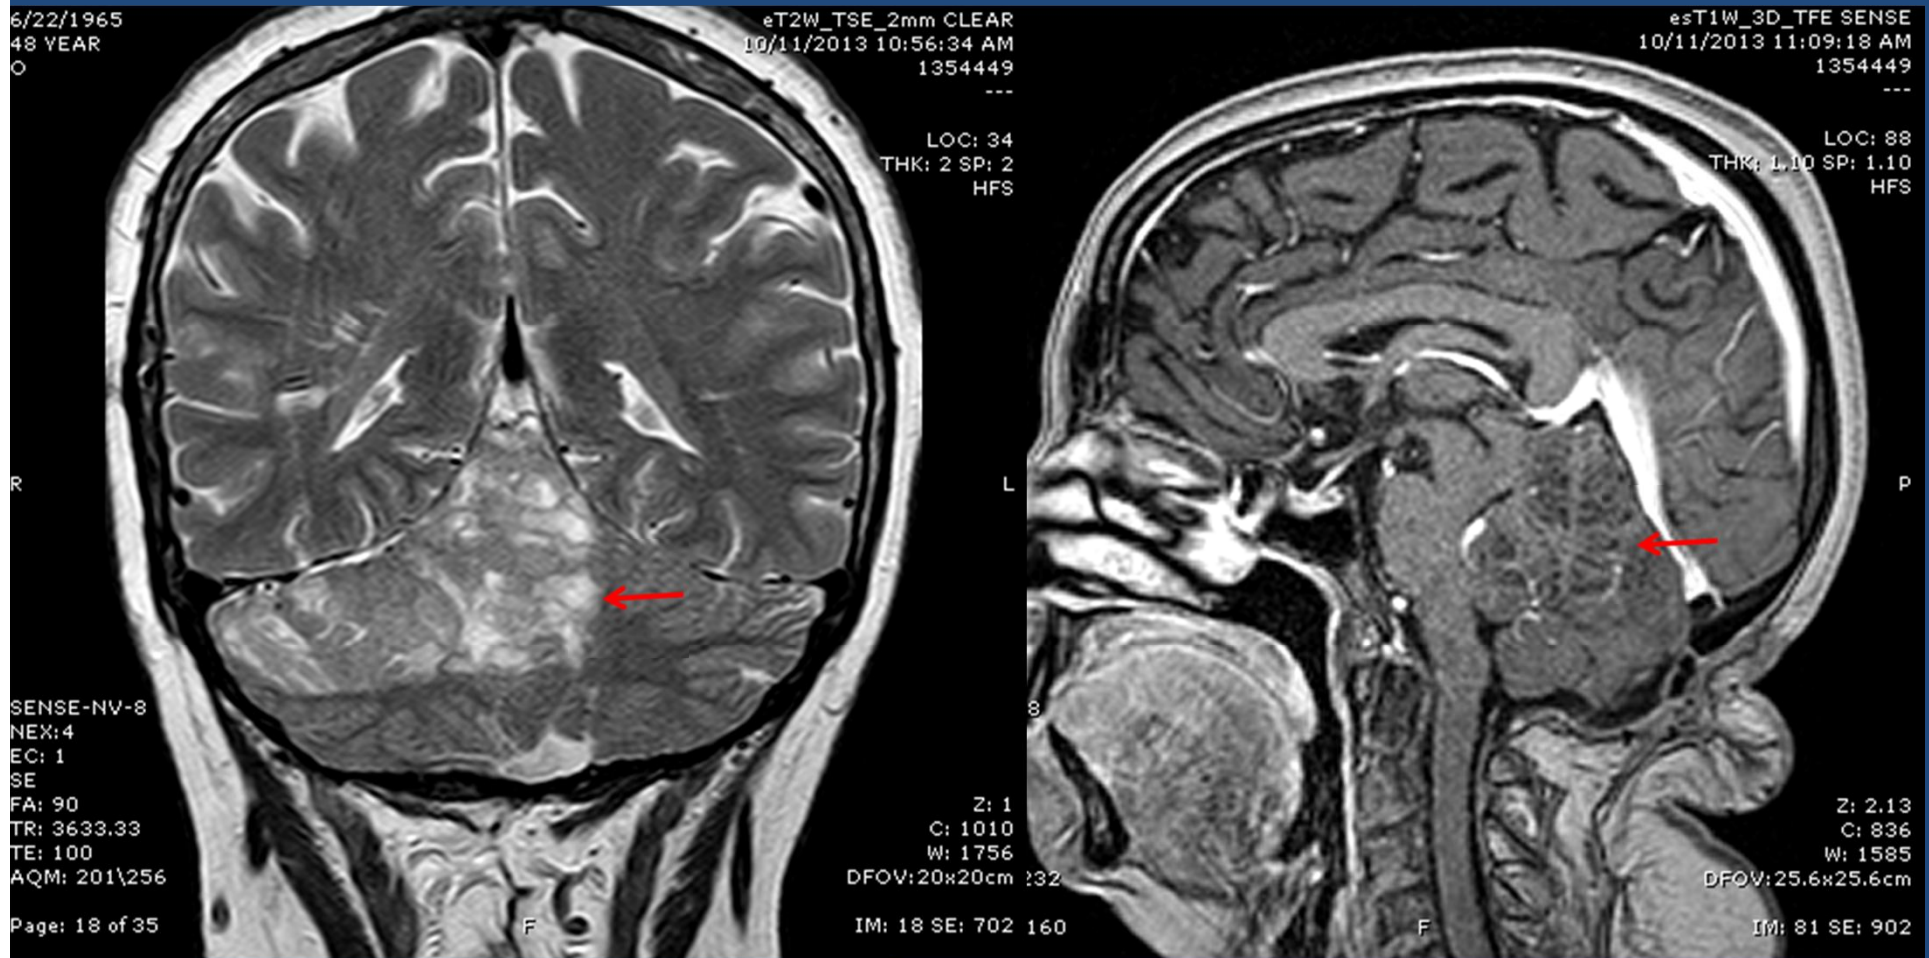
Secuencias IRM de cerebro a) T2 2mm Coronal b) Secuencia T1 3D con contraste
